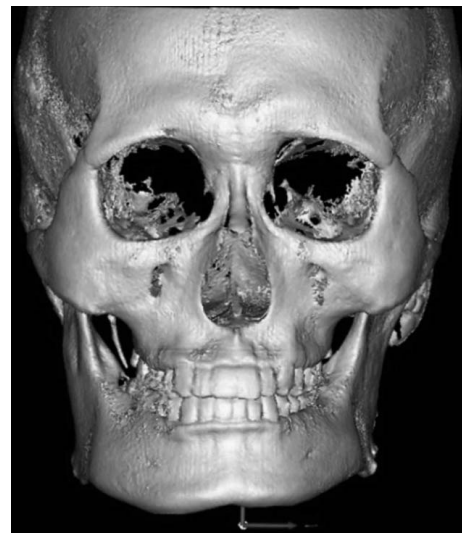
Reconstructed virtual skull based on DICOM file from computerized tomography (Case 2).
